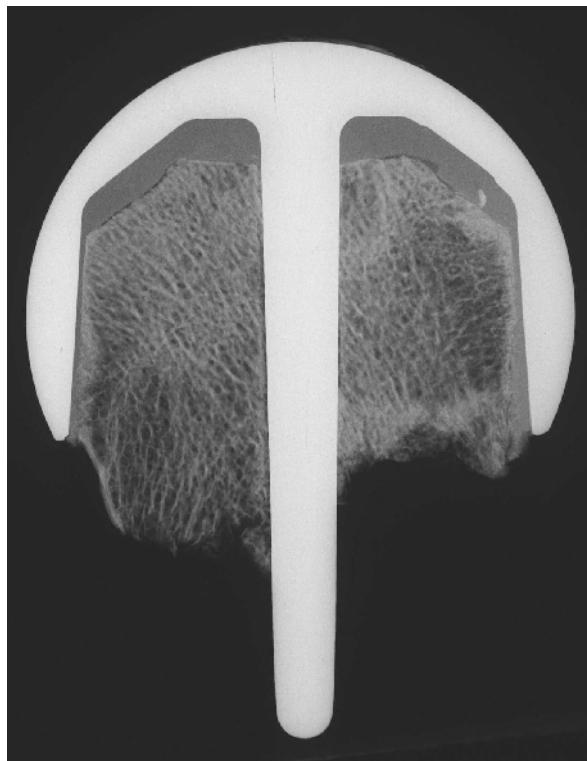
Kontaktradiographie 6/9
